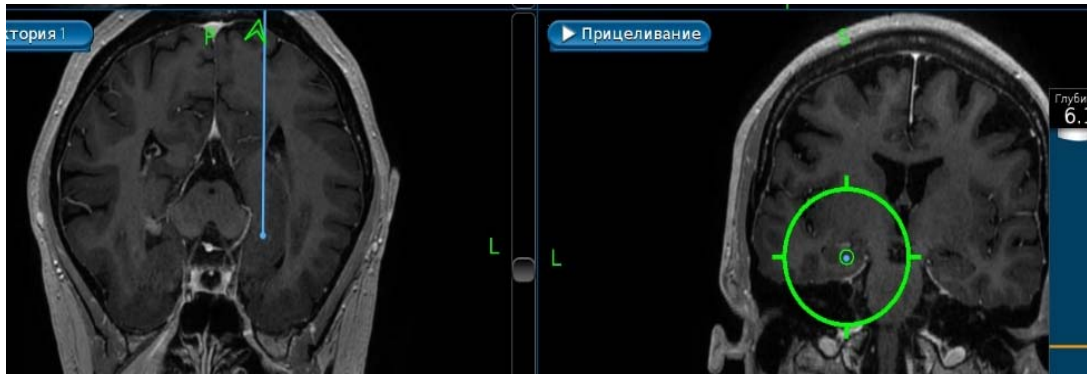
Интраоперационная МРТ: зафиксирована траектория электрода.
